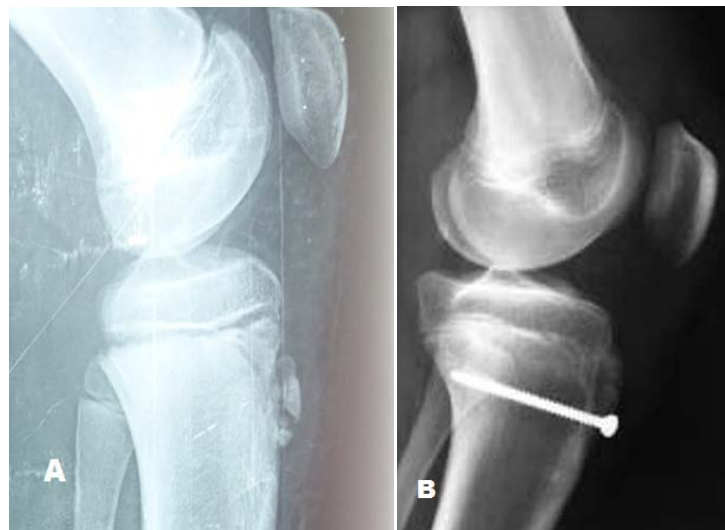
Radiographies de profil de genou gauche d'un garçon de 15ans objectivant une fracture de la TTA droite classé stade II d'Ogden
